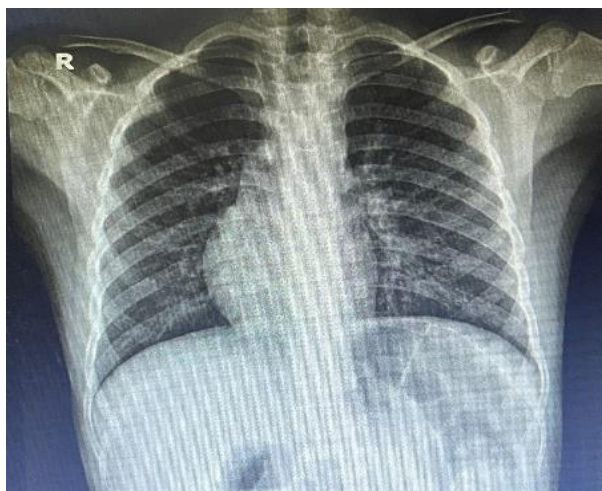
Radiografía de Tórax con proyección posteroanterior, Tráquea central, mediastino conservado, silueta cardiaca conservada, morfológicamente orientada hacia la derecha, hilios pulmonares de aspecto normal, no se observa lesiones en parénquima pulmonar.
